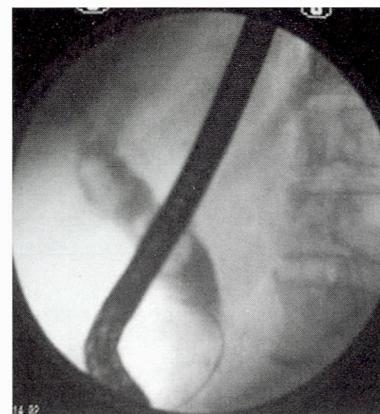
Крупные конкременты гепатикохоледоха (рентгенограмма)
